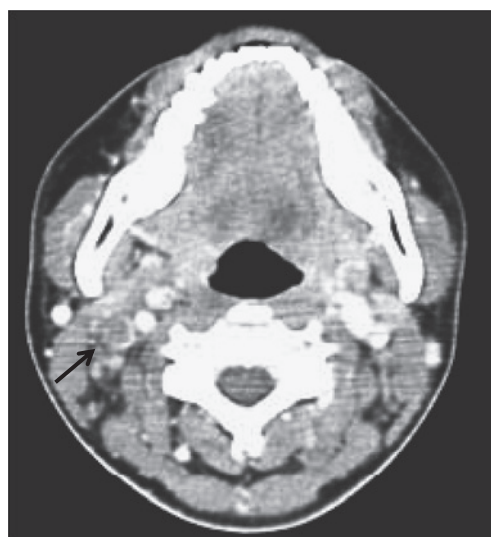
The black arrow shows internal jugular vein thrombosis on enhanced CT of the neck.
